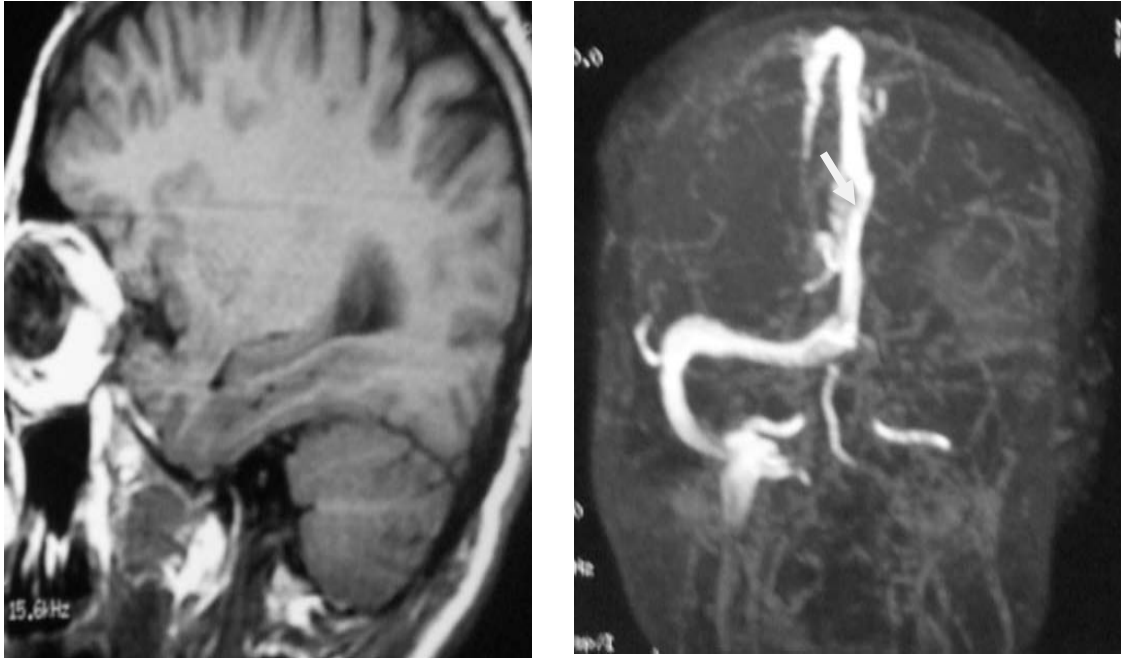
Séquence en T1 montrant des hyper signaux correspondant aux thrombus au niveau du SLS et SL droit chez une femme de 29 ans présentant un Syndrome d'HTIC 10jours avant la réalisation de l'IRM
